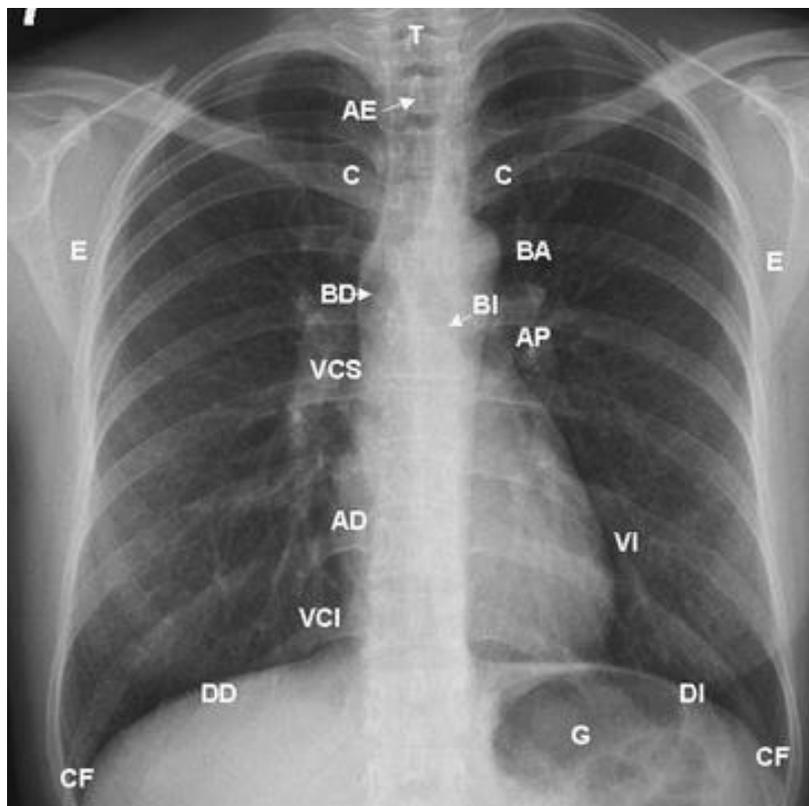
Radiografía de Tórax normal. T: tráquea, AE: apófisis espinosa, C: clavículas, E: escápulas, BA: botón aórtico, BD: bronquio derecho, BI bronquio izquierdo, AP: arteria pulmonar, VCS: vena cava superior, AD: aurícula derecha, VI: ventrículo izquierdo, VCI: vena cava inferior, DD: diafragma derecho, DI diafragma izquierdo, CF: ángulo costo frénico, G: estómago.
